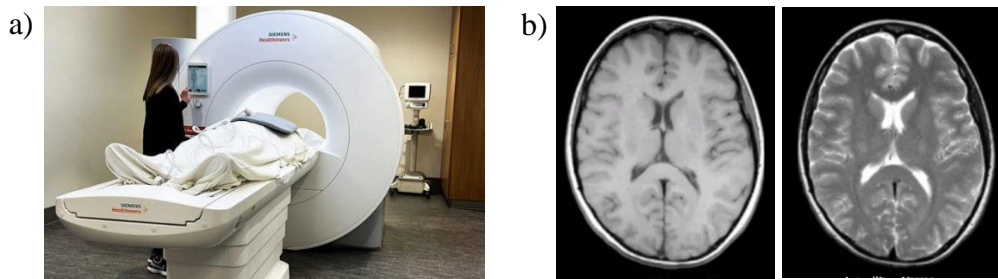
a) Resonador magnético marca Siemens Healthineers [9]. b) A la izquierda una MRI ponderada en T1 y a la derecha una MRI ponderada en T2 [8].
